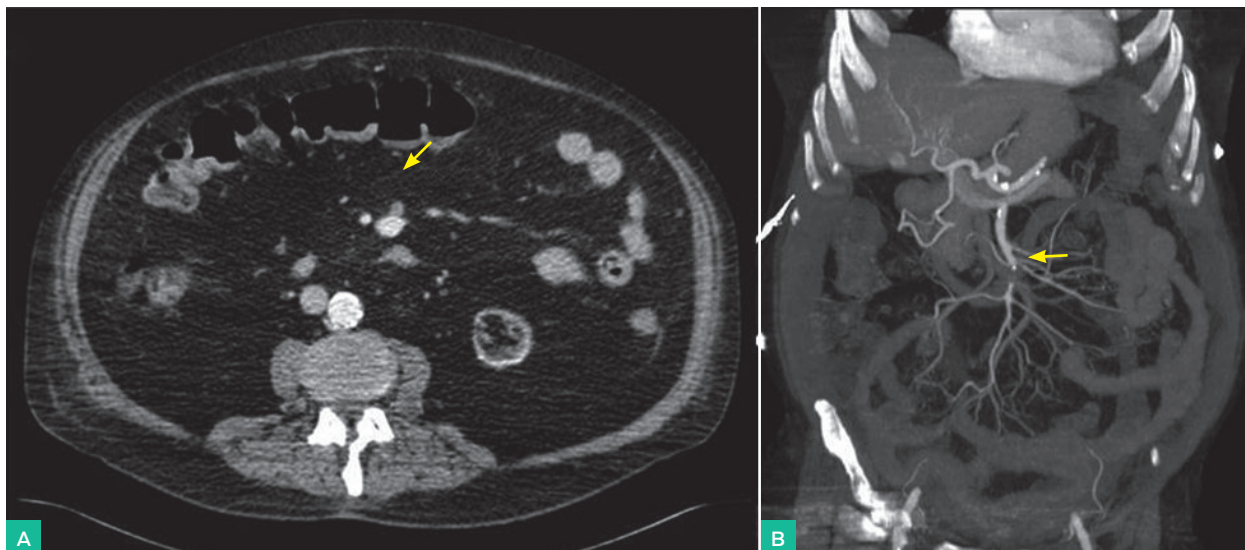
A. TC Fase arterial. B. Reconstrucción MIP: defecto de repleción en AMS (flecha)
